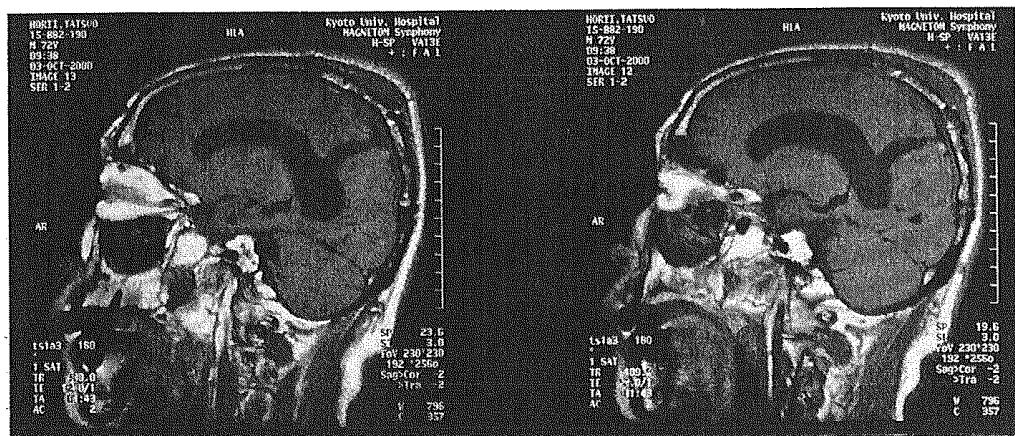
HTの頭部MRI画像、左半球正中付近の矢状断
